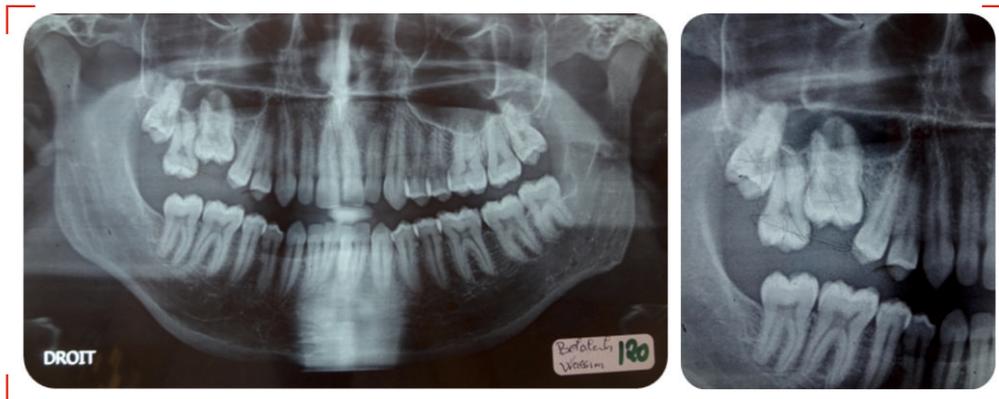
La radiographie panoramique de début de traitement
